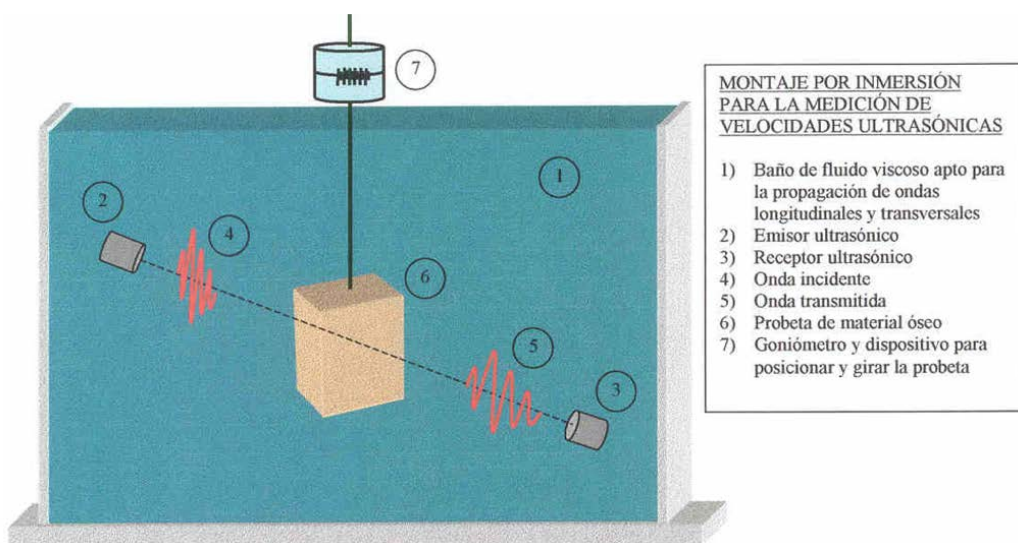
Ensayo de ultrasonidos. [Fuente: Internet]
